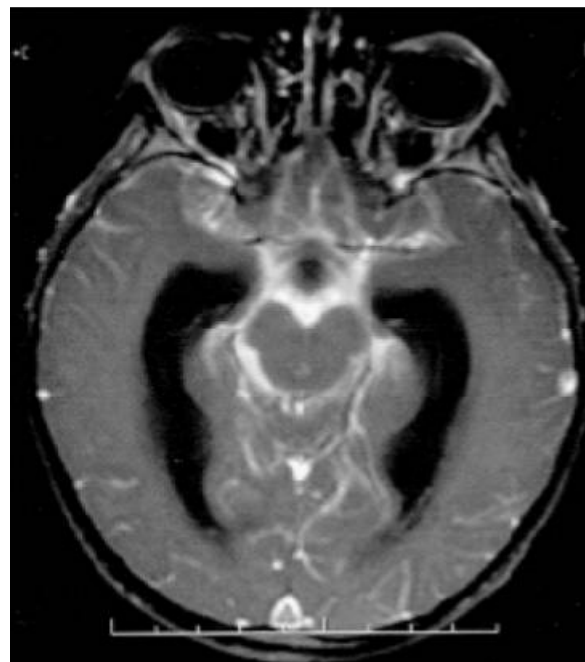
Axial T1-weighted MRI image with Gadolinium showing extensive meningeal enhancement and hydrocephalus secondary to tuberculous meningitis.
